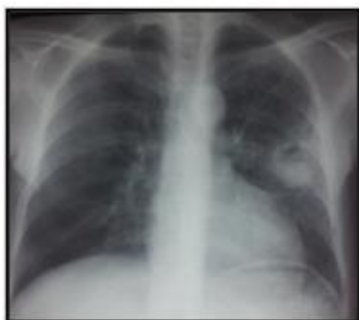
radiographie thoracique de face montrant une opacité excavée se projetant sur le Nelson gauche.
